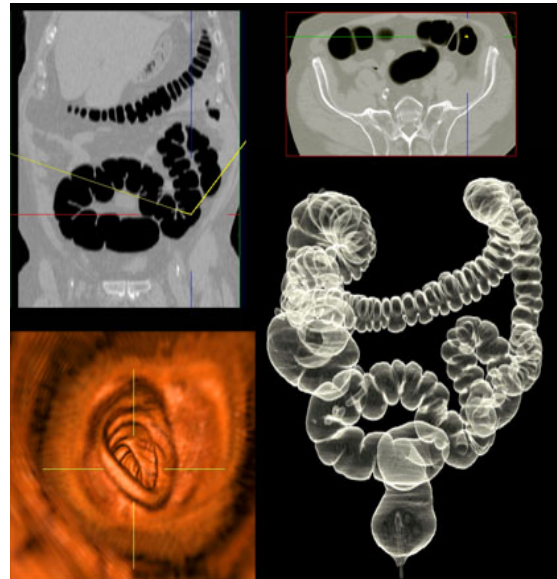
Colonoscopia virtual, com recurso a CT, <http://www.sdirad.com>
